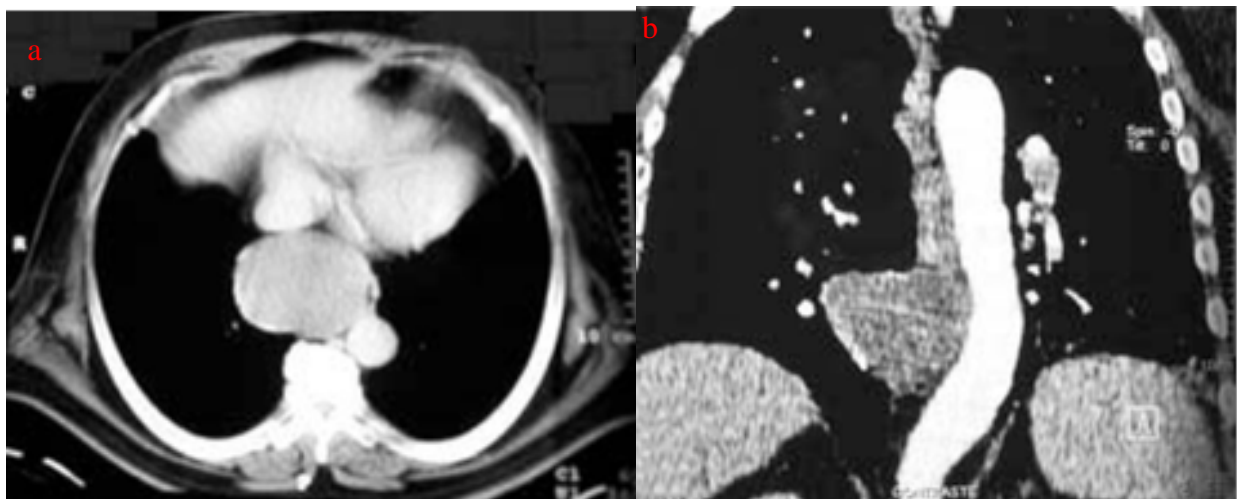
TDM thoracique : masse kystique du médiastin postérieur en contact avec l'œsophage. (a) reconstruction frontale (b) coupe médiastinale (28)
